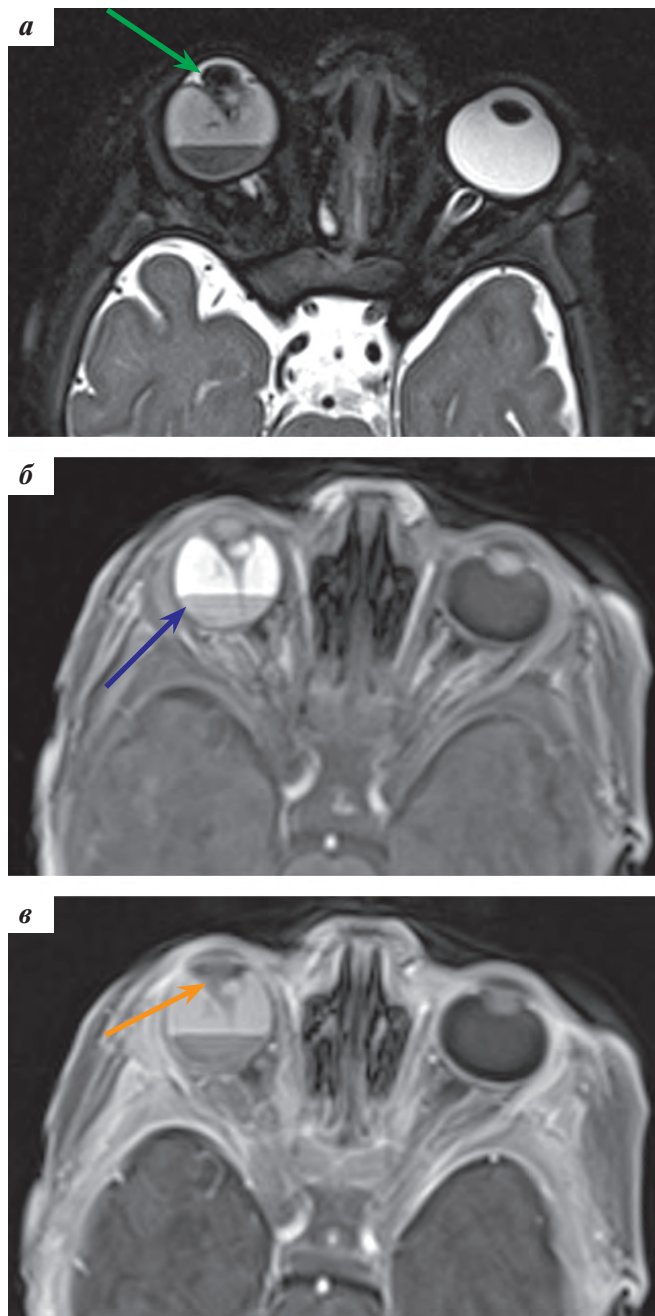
МРТ с КУ орбит в аксиальной плоскости: а – T2-ВИ FS: OD увеличен, хрусталик деформирован (зеленая стрелка), тяж от ДЗН до задней капсулы хрусталика, ретролентальная мембрана, уровень жидкости; б – T1-ВИ FS: в OD – содержимое с уровнем жидкость/жидкость (синяя стрелка) с высокобелковым компонентом; в – T1-ВИ FS postcontrast: позади хрусталика ретролентальная мембрана (оранжевая стрелка)
